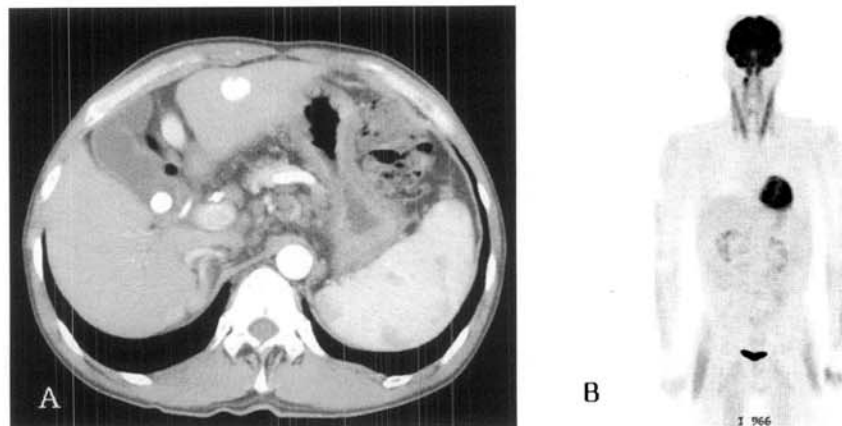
At the time of visit due to bone pain, abdomen CT shows a well controlled hepatocellular carcinoma in segment 3, previously treated by transhepatic arterial chemoembolization (A). Whole body fusion positron emission tomography-computed tomography revealed no hypermetabolic lesion (B).
